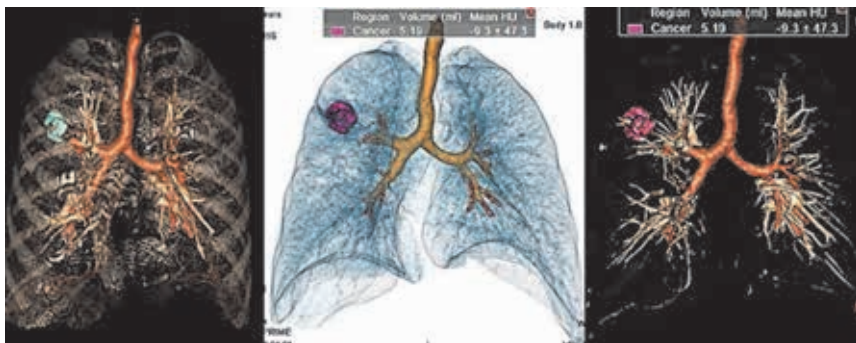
Современные возможности обработки изображения пациента с солидным очагом в верхней доле правого легкого при КТ в динамике объем образования, а в последние годы и его масса. Применение методик автоматической оценки легочных очагов требует соответствующего программного обеспечения, однако является удобным и достаточно точным методом (рис. 1, 2).
